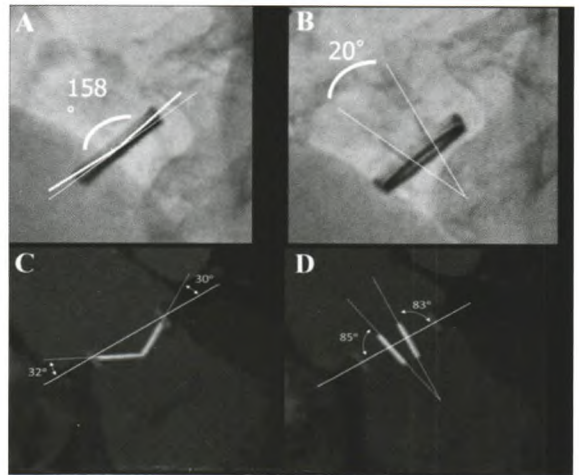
采用荧光透视成像 (A 和 B) 和心脏 CT (相对于瓣口环平面的瓣叶角度) (C 和 D) 评价机械性双叶瓣膜的关闭 (A 和 C) 与开放角度 (两个碟瓣处于完全开放和关闭位置时的夹角) (B 和 D)
